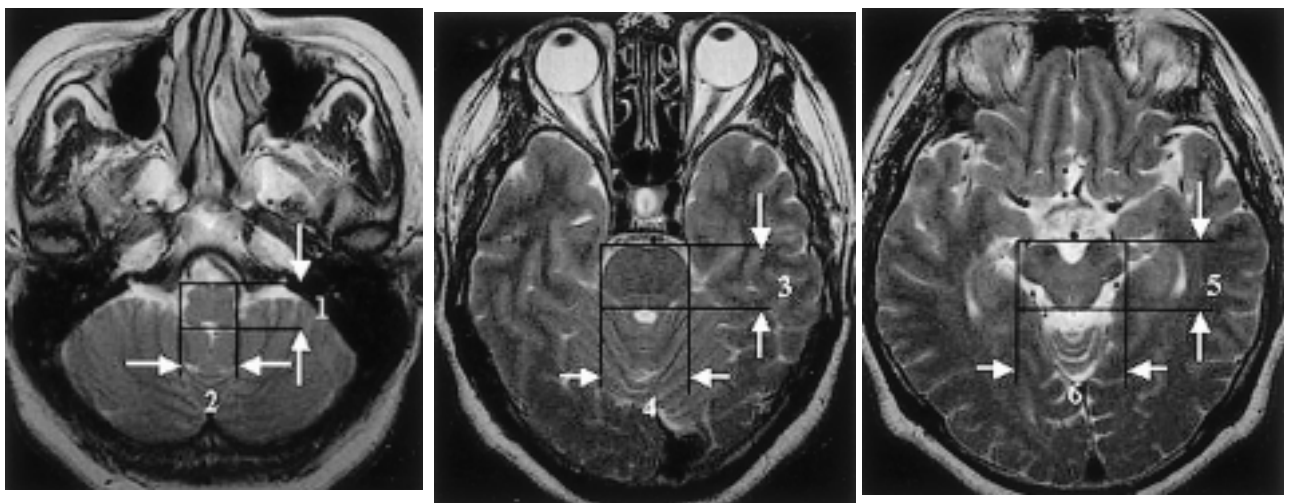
Measurements on axial T2- weighted magnetic resonance images. 1 and 2 are anteroposterior and transverse diameters of medulla, 3 and 4 are anteroposterior and transverse diameters of pons, 5 and 6 are anteroposterior and transverse diameters of midbrain.
